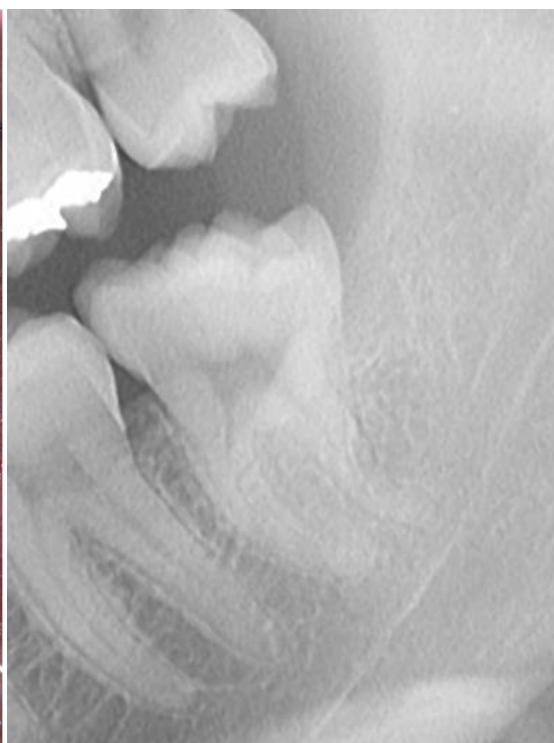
Detalj ortopantomograma: zub 28 normalne morfologije s piramidnim oblikom korijena.
